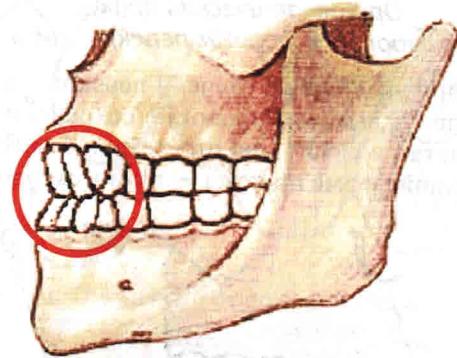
Ортогнатический прикус с ретрузией передних зубов
